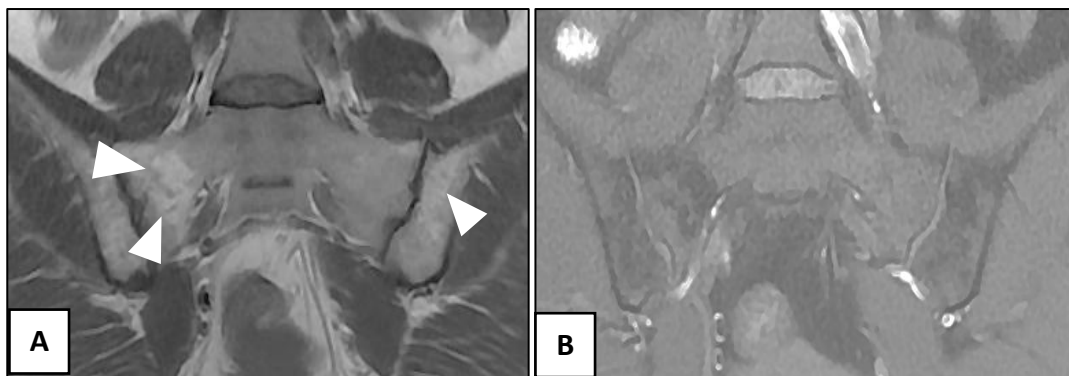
Images d'IRM des sacro-iliaques en coupes coronales T1 (A) et T1 FS(B) montrant des plages d'hyper signal T1 s'effaçant après FS, en faveur d'une conversion graisseuse.
